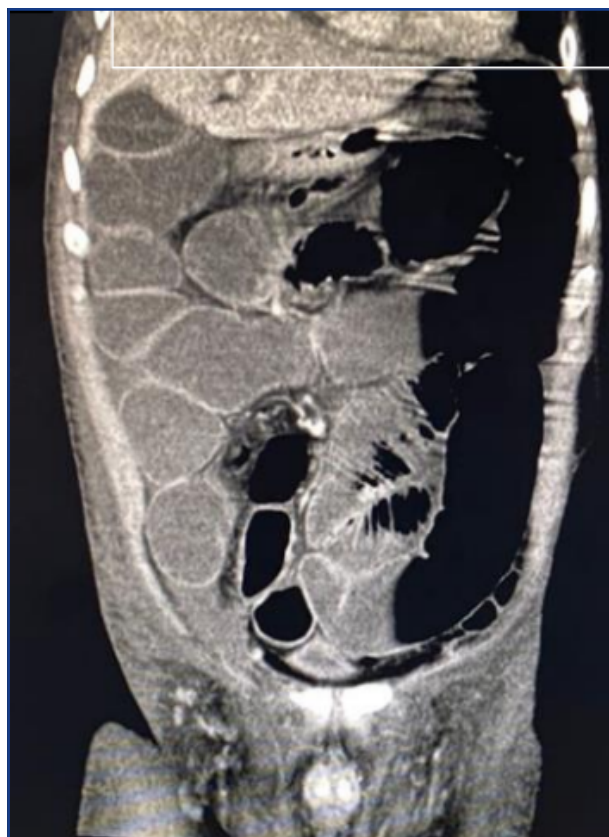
TC Se observa dilatación de asas intestinales delgadas, con presencia de aire en hemiabdomen izquierdo.
